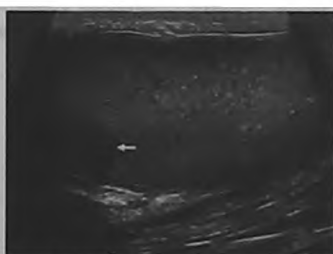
12-е сутки заболевания. УЗИ мошонки. Продольная проекция. Зрелый абсцесс левого яичка с хорошо выраженной пиогенной капсулой (стрелка)
